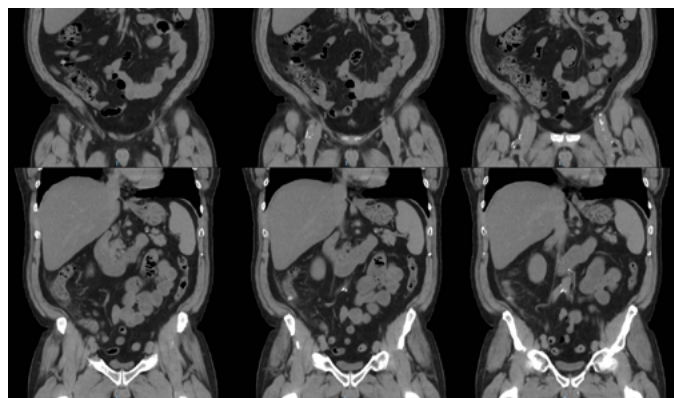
TAC de abdomen (cortes coronales): imágenes sugestivas de diverticulitis aguda con afectación del ciego y del colon ascendente.
